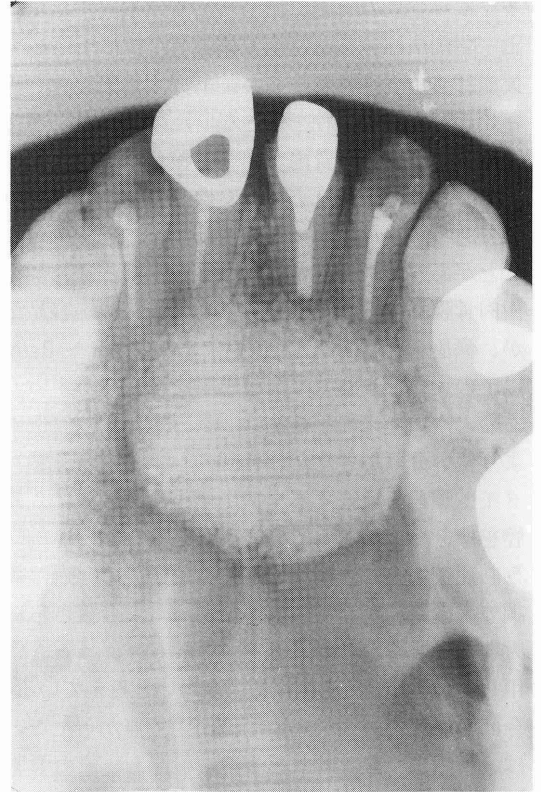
ハイドロキシアパタイト顆粒填塞1年後のX線写真
